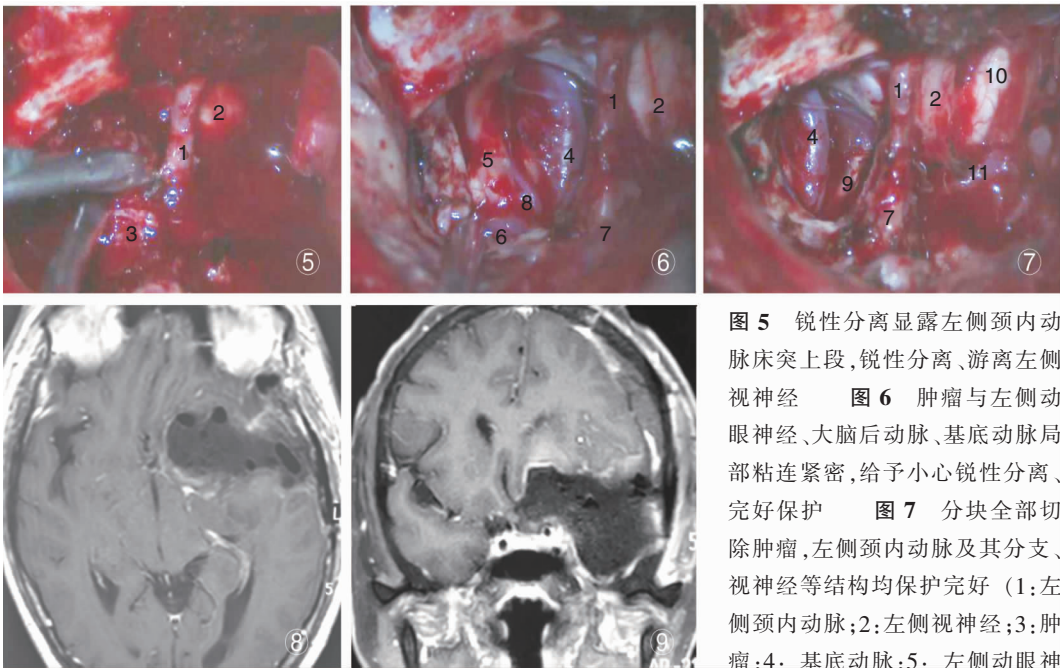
锐性分离显露左侧颈内动脉床突上段,锐性分离、游离左侧视神经 图 6 肿瘤与左侧动眼神经、大脑后动脉、基底动脉局部粘连紧密,给予小心锐性分离、完好保护 图 7 分块全部切除肿瘤,左侧颈内动脉及其分支、视神经等结构均保护完好 (1:左侧颈内动脉;2:左侧视神经;3:肿瘤;4:基底动脉;5:左侧动眼神经;6:左侧大脑后动脉;7:左侧大脑中动脉;8:左侧小脑上动脉;9:右侧动眼神经;10:右侧视神经;11:左侧大脑前动脉) 图 8 术后 2 周 MRI 轴位 T1 增强示肿瘤切除达到 Simpson II 级 图 9 术后 2 周 MRI 冠位 T1 增强示肿瘤切除满意达到 Simpson II 级
